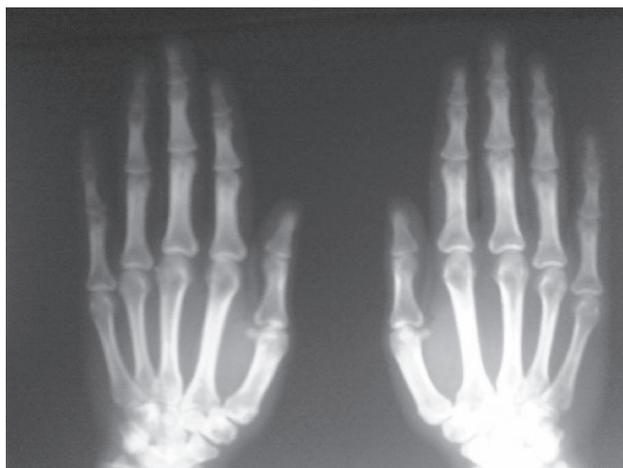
Radiografía de manos.
